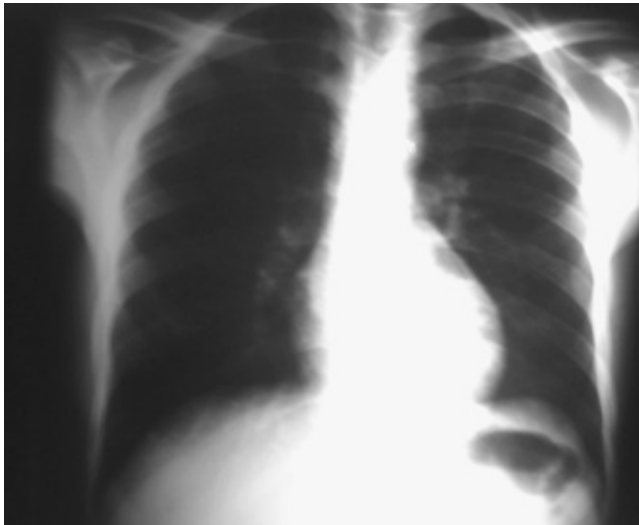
Radiografía PA de tórax normal.
